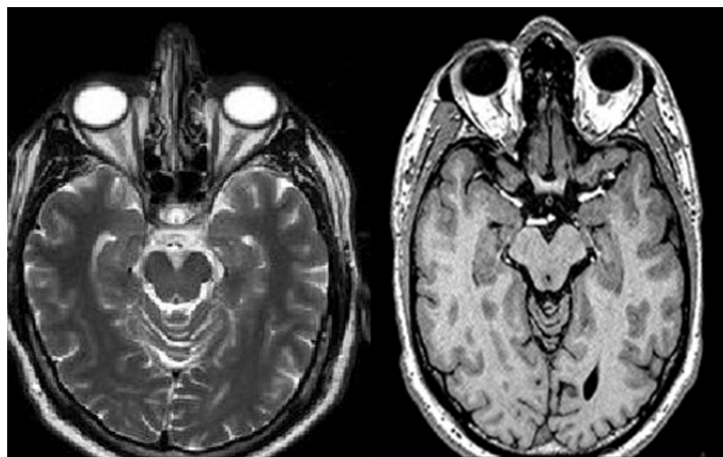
Image IRM T1 et T2
